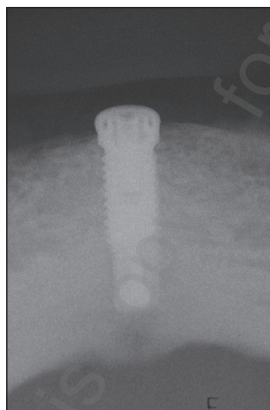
Skany tomografii w technice CBCT.
